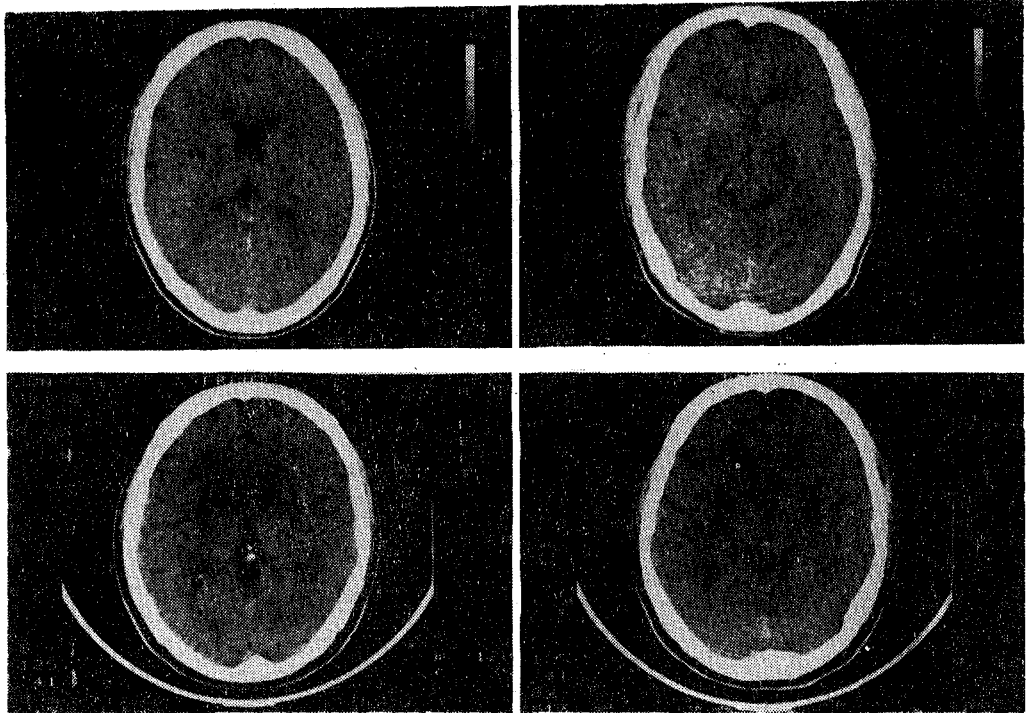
Brain CT scan on admission(top), 2.2 years after admission(bottom).
